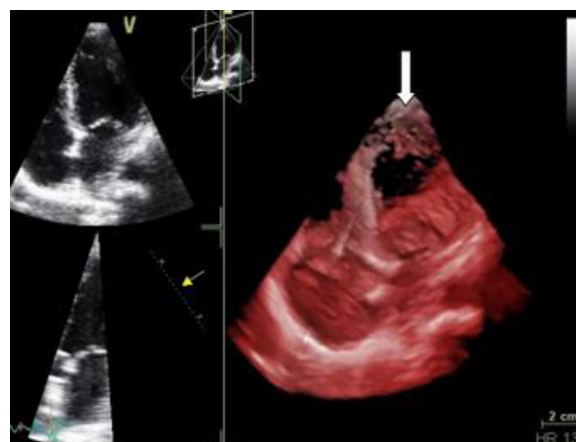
Ecocardiograma (esquerda): apical 4 câmaras revelando imagens compatíveis com VENC a nível apical; (direita): realce das trabeculações em ECO 3D (seta).
